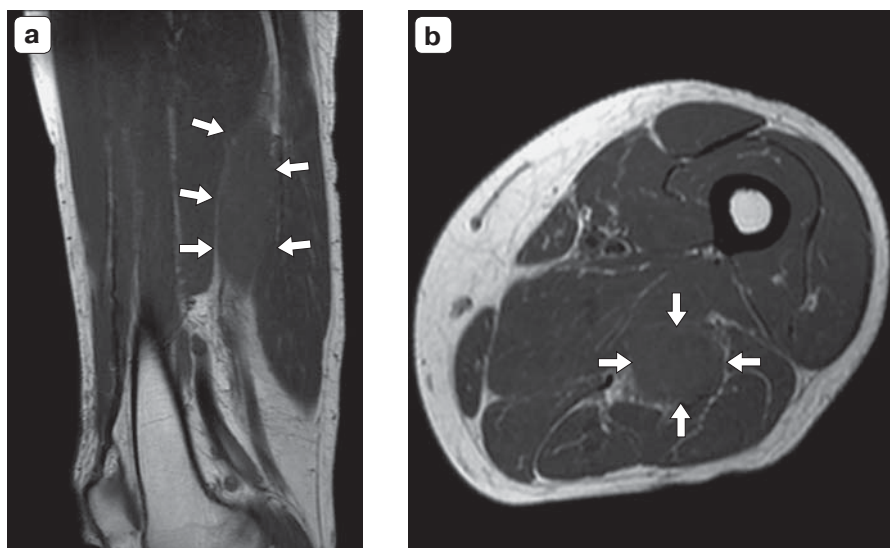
Магнитно-резонансная томография образования седалищного нерва (стрелки). T1-ВИ. а – сагиттальный срез. б – аксиальный срез.
